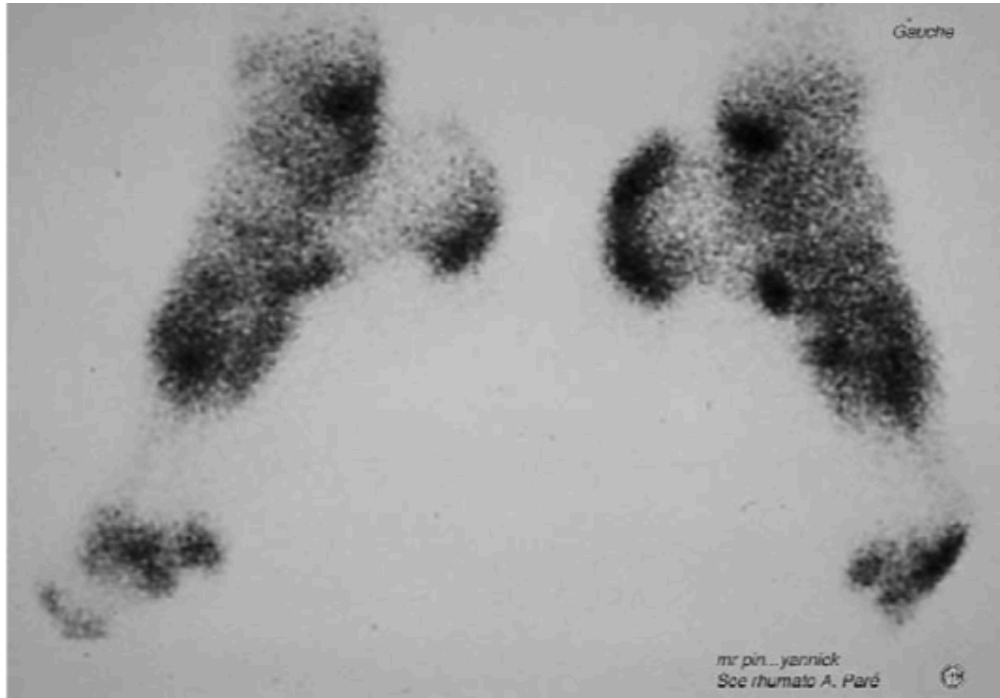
(132) : Aspect scintigraphique de l'enthésite du talon
